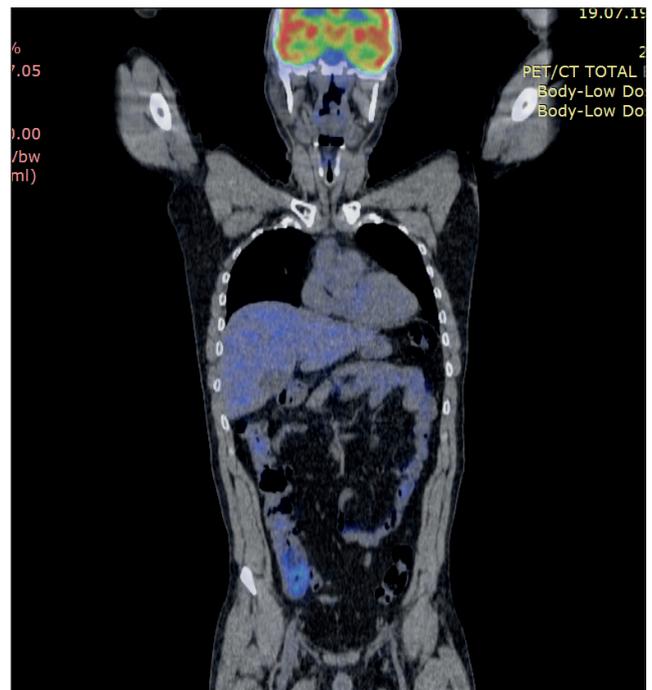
Позитронно-эмиссионная томография всего тела (спустя 2 года от аутоТКМ)
